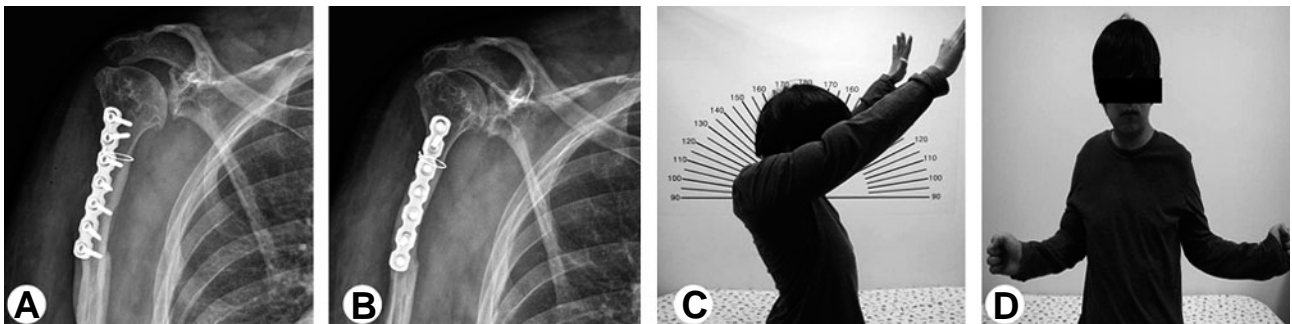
Seven months after operation, radiographs of (A) anteroposterior and (B) lateral view show complete union and clinical photographs of the range of motions in (C) flexion and (D) external rotation.
